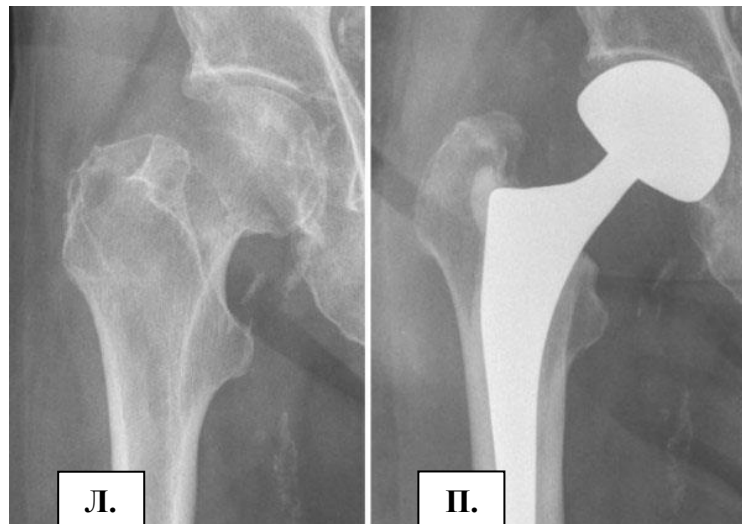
На даній рентгенограмі зліва - до операції, праворуч - стан після геміартропластики. Втручання на вертлюжній западині не проводилося.
